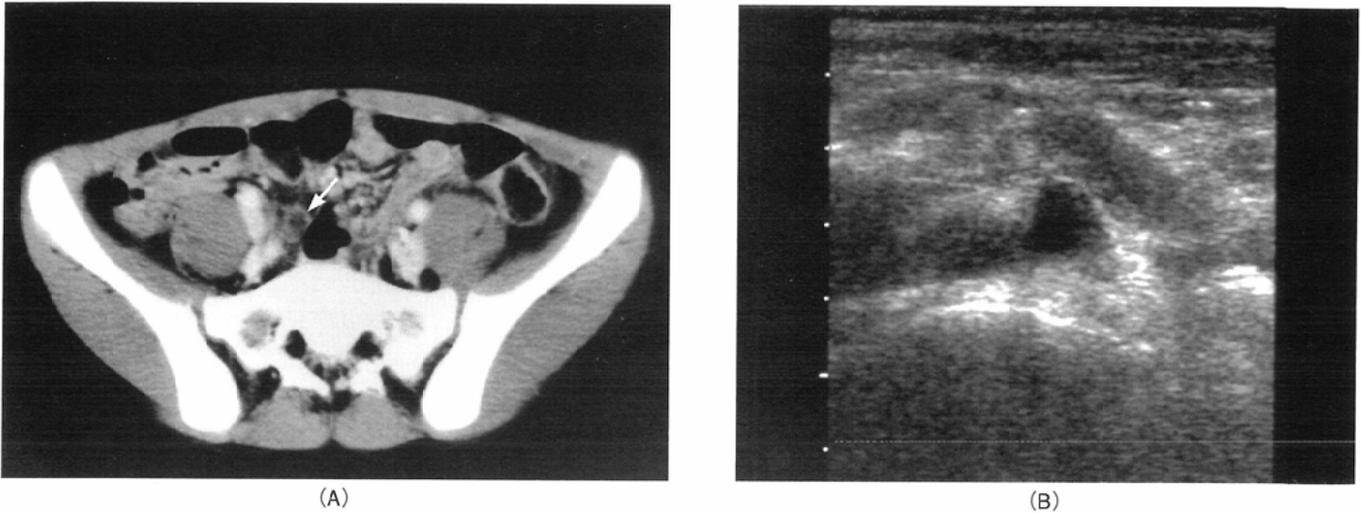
Gangrenous appendicitis. This 12-year-old boy presented with right lower abdominal pain. The patient underwent enhanced CT as an initial diagnostic imaging procedure instead of ultrasound.
